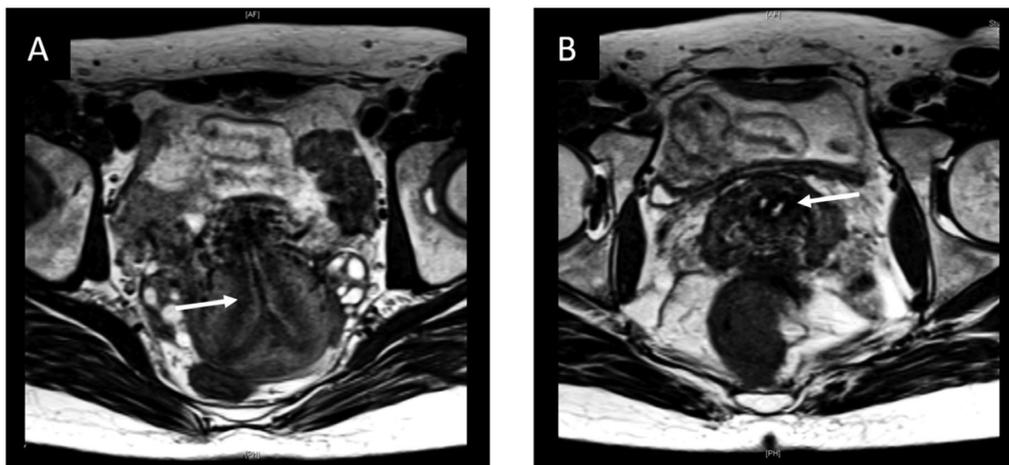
MRI T2強調像 水平断（文献5, 6より引用）
